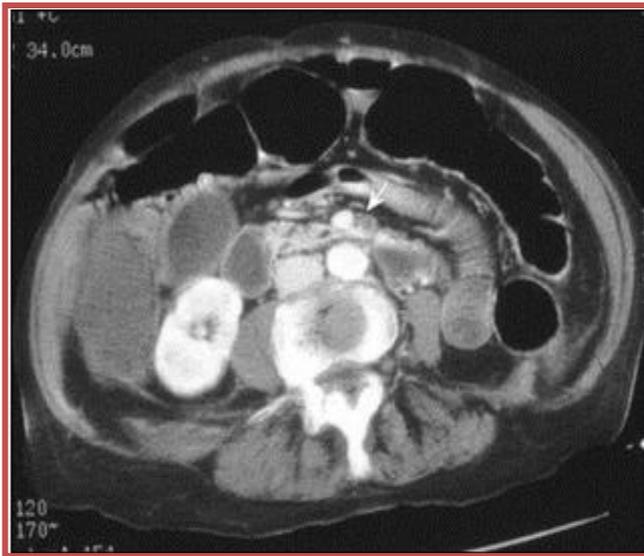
TDM avec injection de produit de contraste. Ischémie d'origine artérielle.
